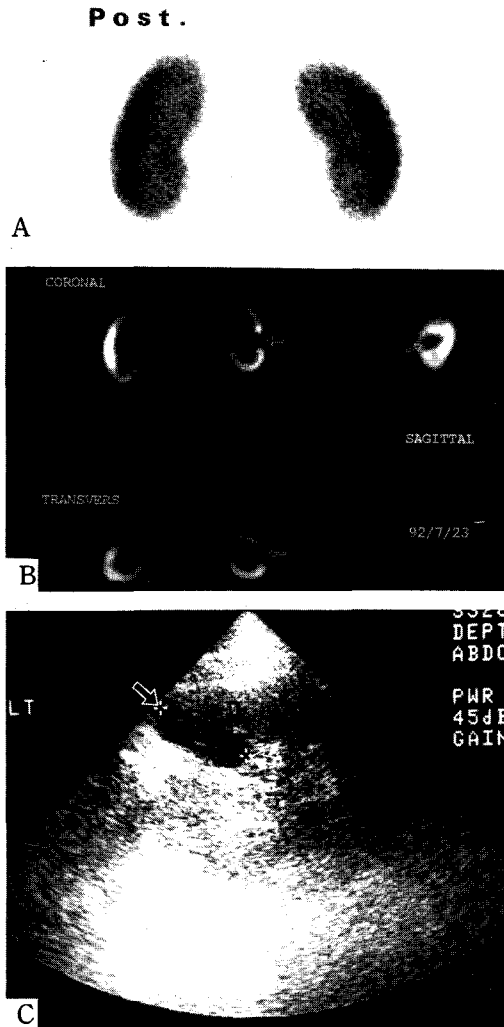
^{99m}Tc-DMSA planar (A) and SPECT (B) imaging in a normal 51 year-old man. Planar image was normal, but SPECT showed single renal cortical defect at left kidney. US (C) showed single renal cyst.
